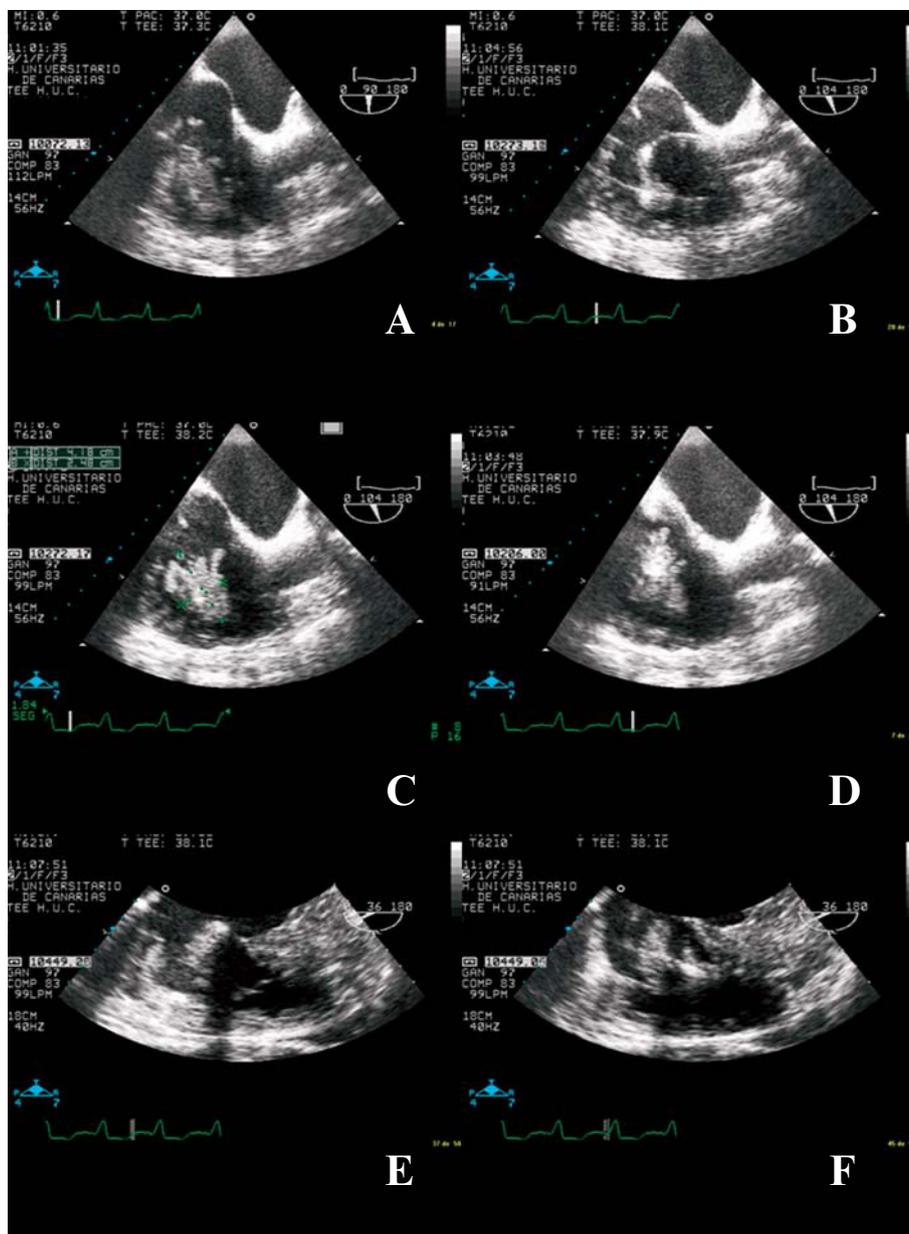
Ecocardiografía transesofágica. A y B: verruga adherida a los cables de marcapasos con cava superior libre. C y D: medida del gran tamaño de la verruga con aspecto esfacelado y la cava inferior libre de verrugas. E y F: protrusión de la verruga en el ventrículo derecho en tele-diástole y comparación con la posición en protosístole.
